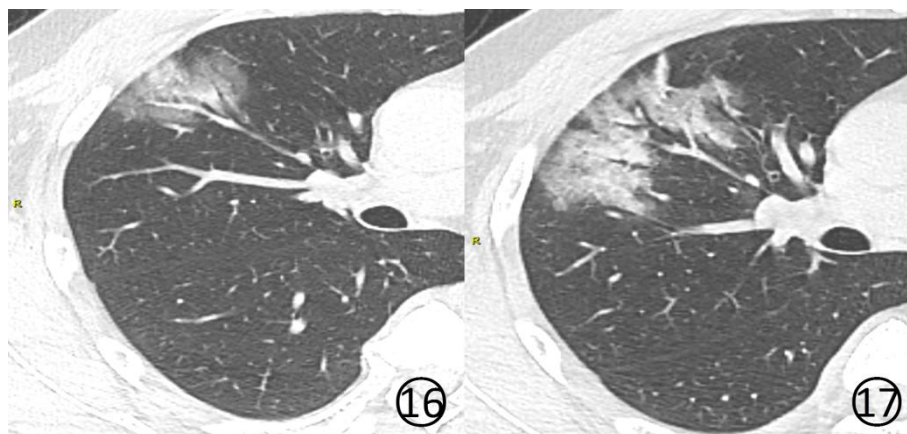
17 男, 44 岁。基线 (图 16) 及 4d 后 (图 17) 肺 CT 平扫肺窗显示右肺上叶前段病变范围扩大, 局部变密实, 并可见空气支气管征, 支气管血管束增粗
